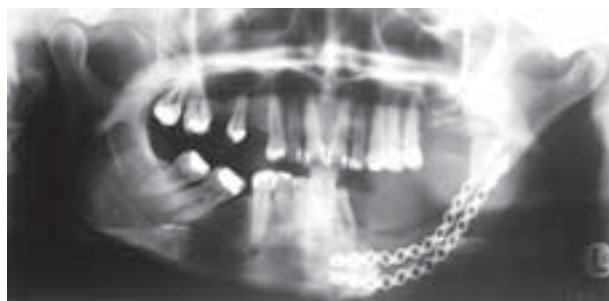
Pantomographic X-ray of patient W.A., case record No 266/98. Status post resection of the mandibular body with bilateral preservation of ramus fragment. Osteolysis progression seen on the left, involving the margin of postoperative stump
